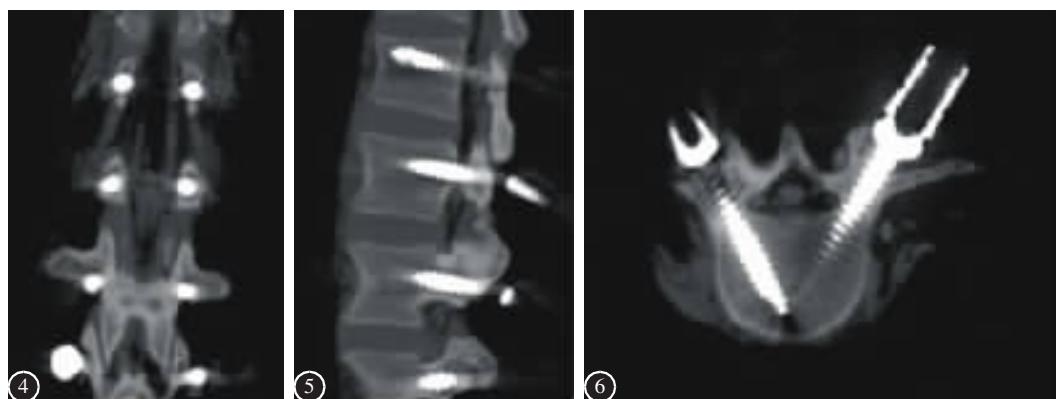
~6 CT 结果显示螺钉置入点准确、置入方向适当、置入位置良好
